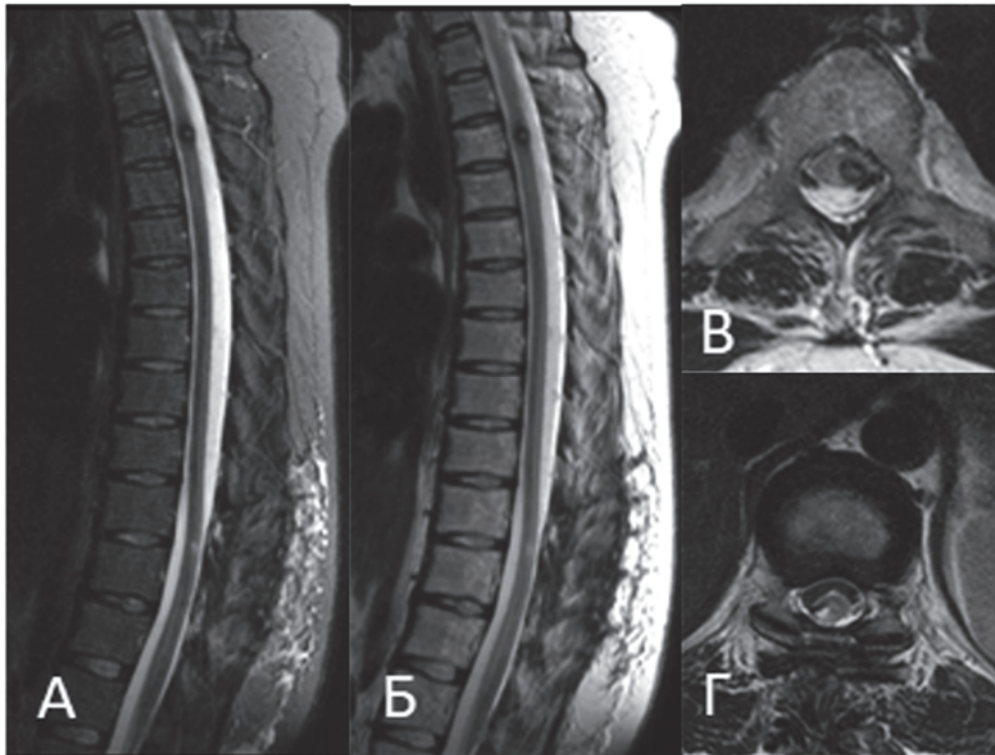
Пациентка Е-на Ю. В., послеоперационная МРТ грудного отдела позвоночника и спинного мозга в режимах T2 и T2-ВИ в сагиттальной (А, Б) и аксиальной (В, Г) проекциях. Картина интрамедуллярного объёмного образования на уровне Th3 позвонка слева и послеоперационных изменений на уровне Th10–Th11 позвонков справа
